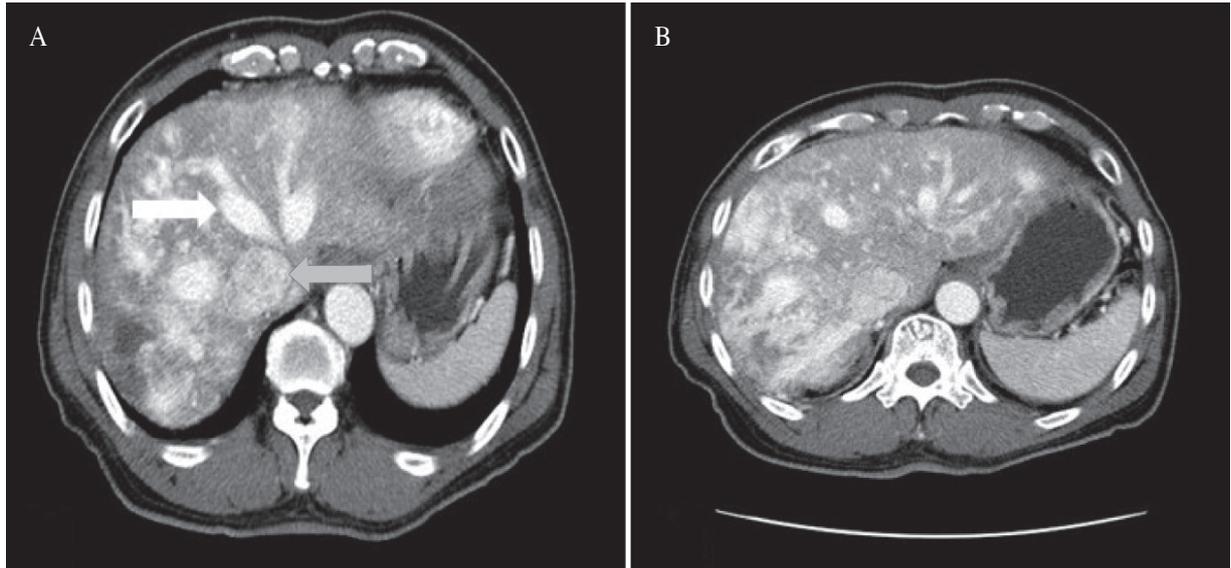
(A) Abdomen computer tomography shows enlarged hepatic veins (white arrow) and inferior vena cava (blue arrow), (B) numerous enhancing telangiectasia in hepatic parenchyme.
